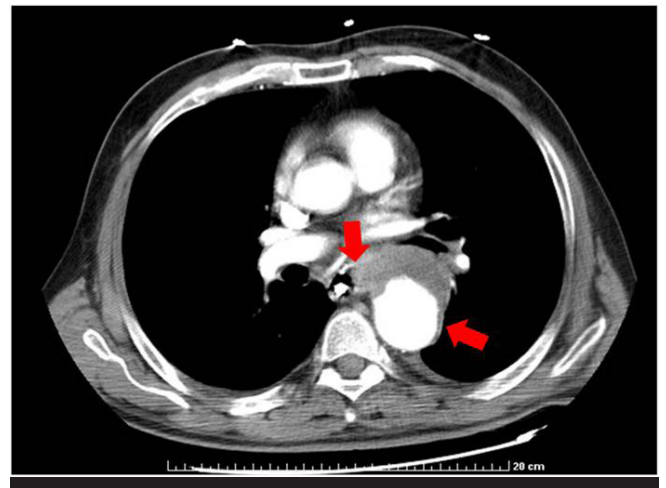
Imagen de TAC en la que se observa aneurisma de aorta descendente con fístula aortoesofágica.
